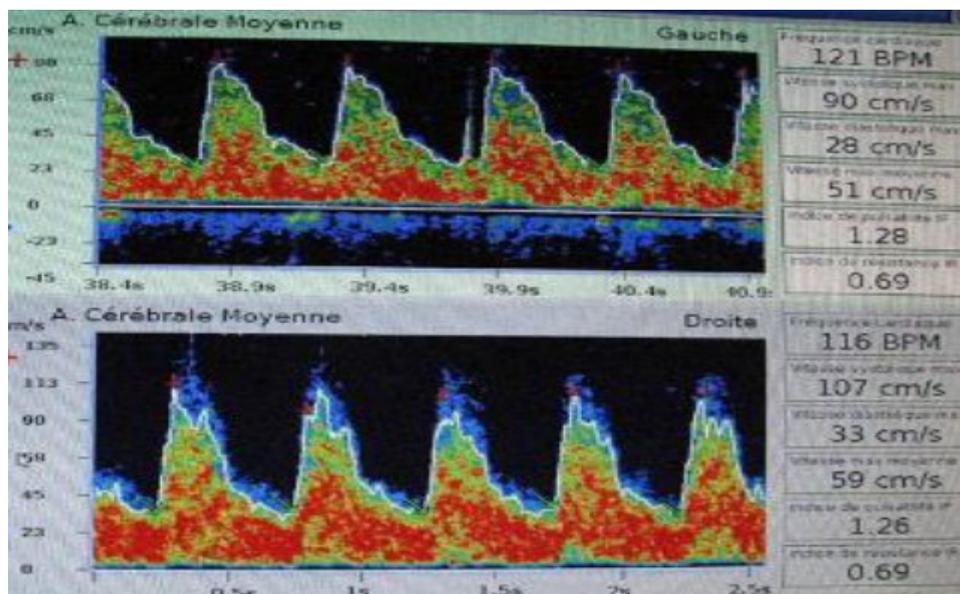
echodoppler trans-crânien [110]
